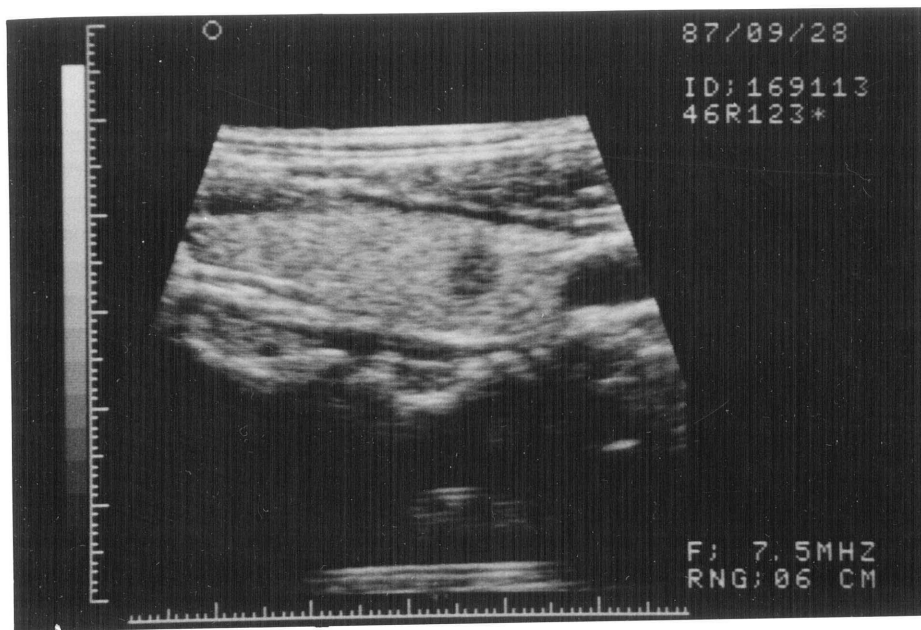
46才女性。乳房検診の際、超音波による甲状腺スクリーニングで発見された甲状腺右葉内の0.4×0.6×0.6cmの結節（上図）。触診では全く触れない。小さな乳頭癌はこのように辺縁がわずかに不整な充実性の低エコー腫瘍として認められることが多い。超音波診断はⅢb、超音波誘導下穿刺吸引細胞診の結果はclass V、手術の結果、乳頭癌であった。（下図）
